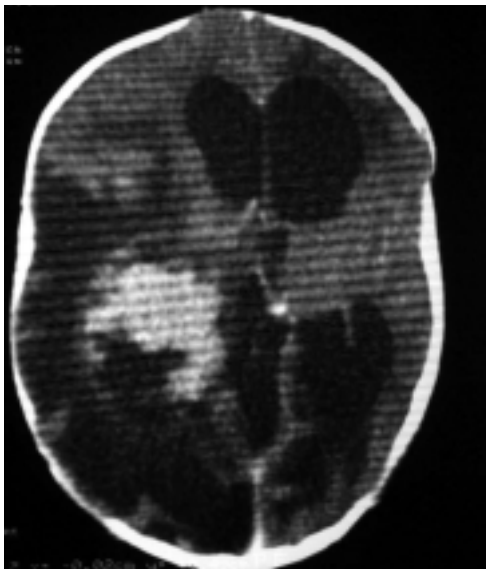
КТ ребенка в возрасте 7 дней с анапластической астроцитомой, приведшей к развитию окклюзионной гидроцефалии, резистентными судорогами.
